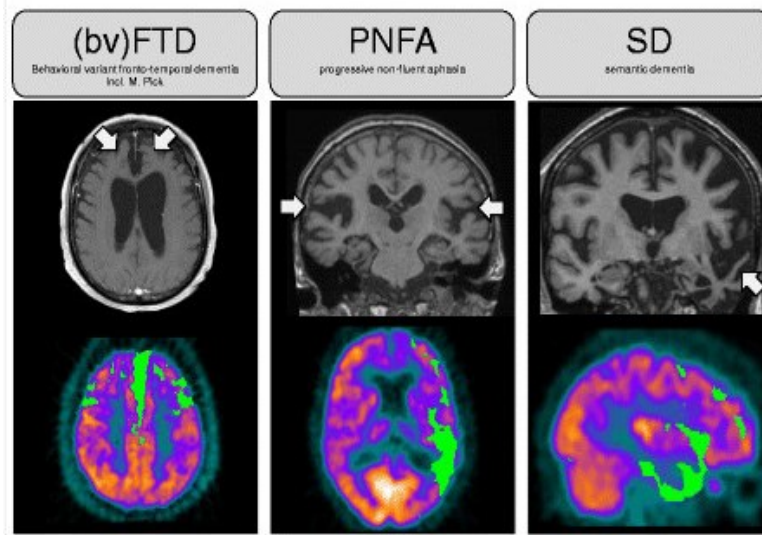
Vergleich der Bildgebung (MRT und PET): die verschiedenen Ausprägungen der FTD (80).
